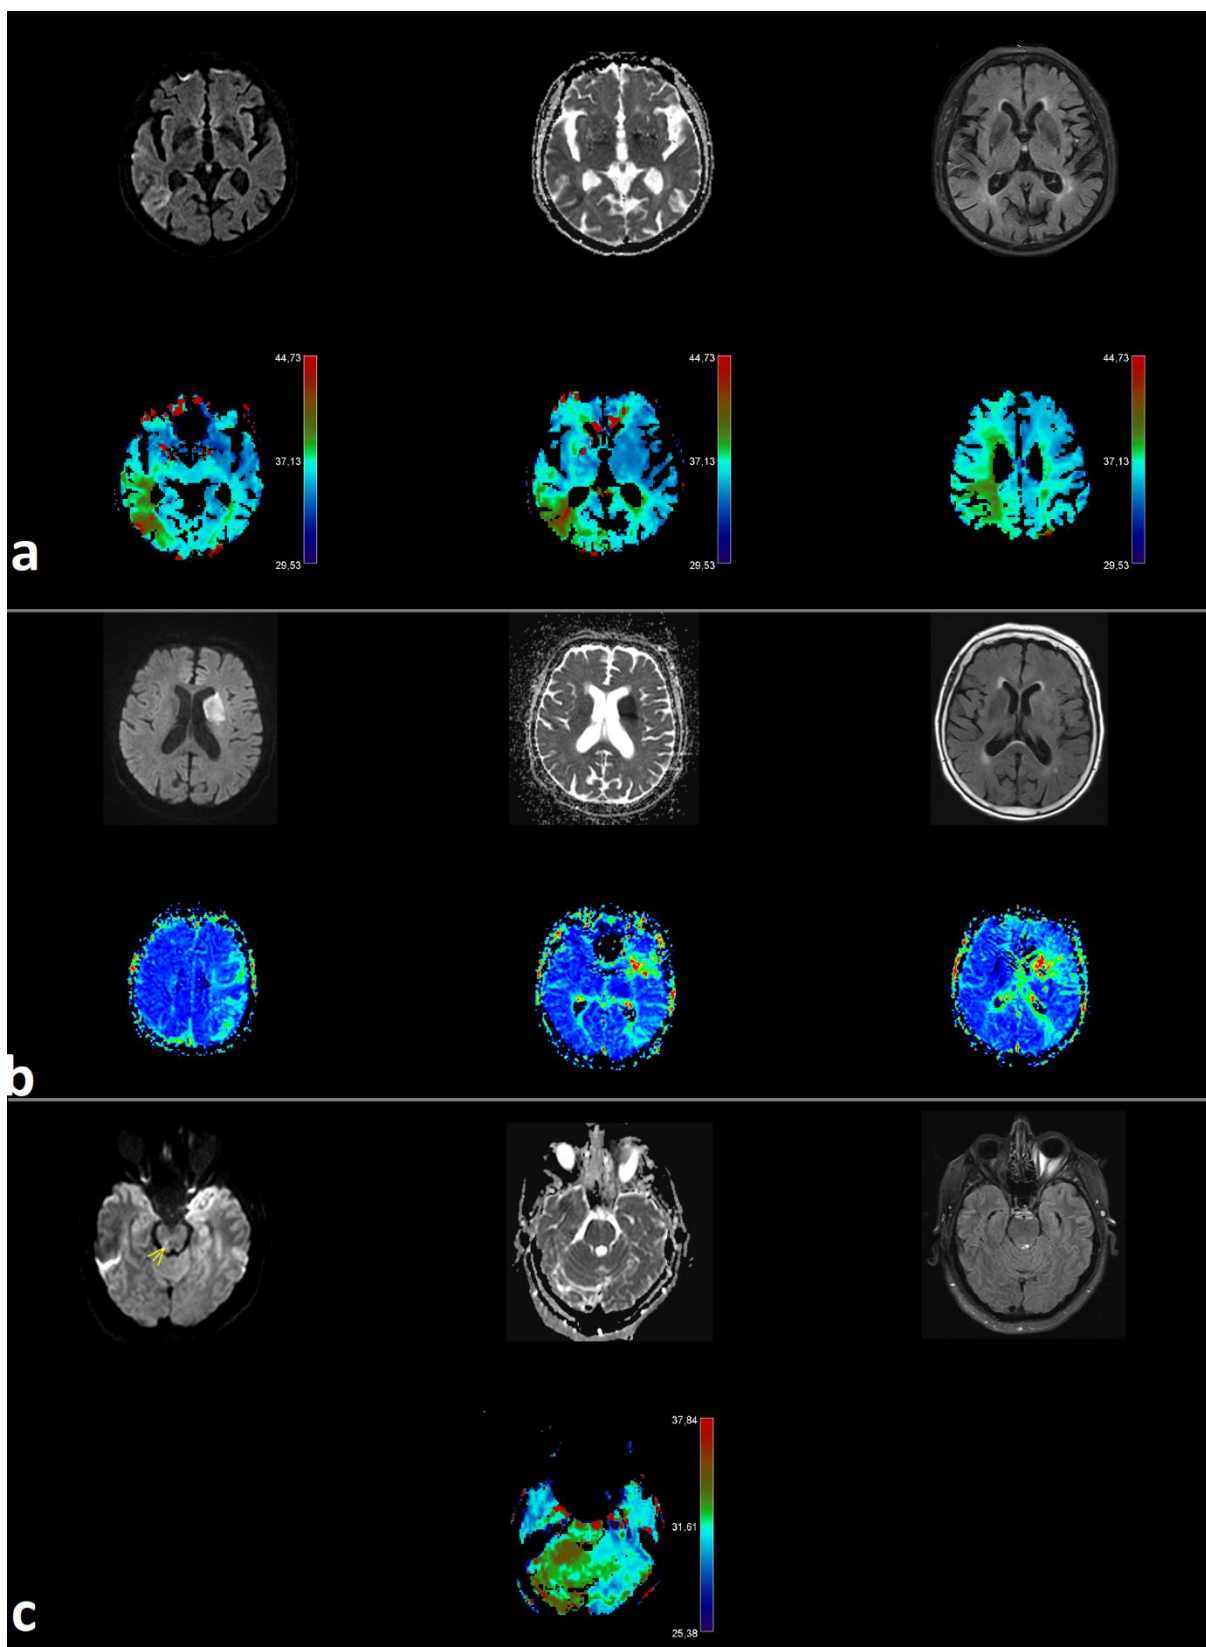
Exemples de patients avec un mismatch diffusion/perfusion en IRM.
